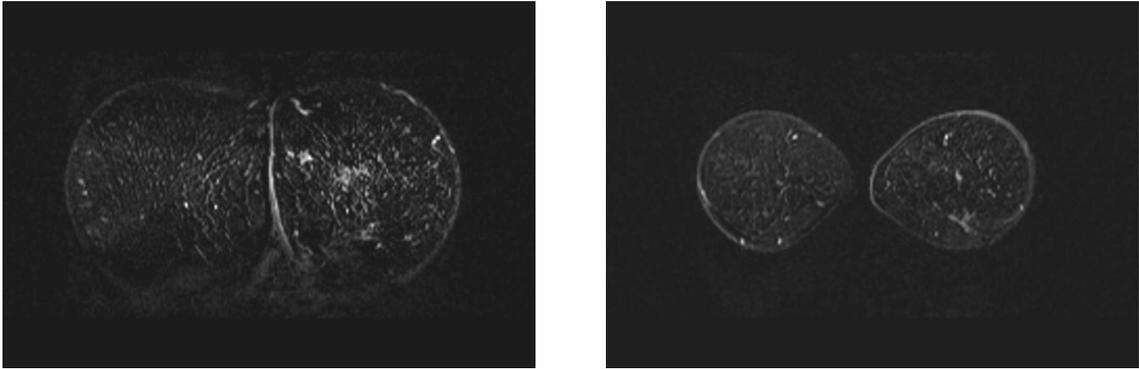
MRT bei der gleichen Patientin mit Bestätigung der Multizentrität durch eine diffus fleckige Anreicherung im Bereich der mammografischen Verdichtungen (MRT 07/1997)
